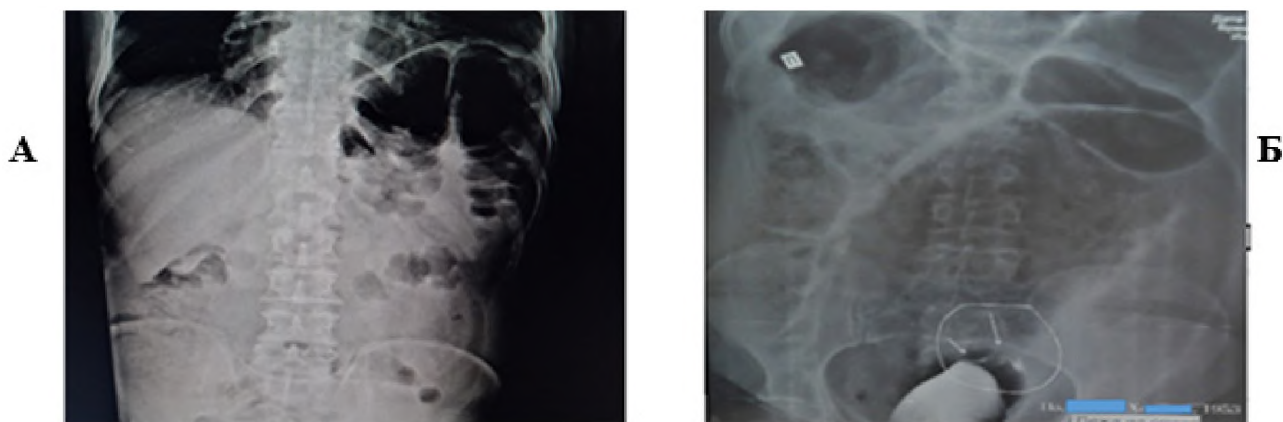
А - обзорная рентгенография брюшной полости при поступлении больного. Б - контрастная рентгенография после предоперационной подготовки по разработанной в клинике методике*
